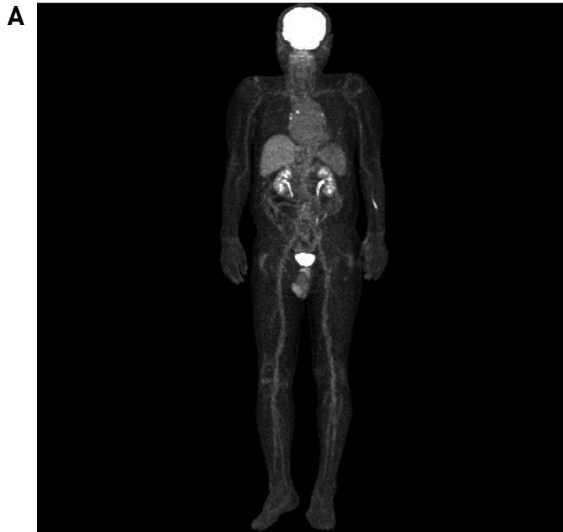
The whole-body positron emission tomography shows hypermetabolic lesions at the forehead and the left forearm, which were the same locations as the existing nodules. Otherwise, no abnormal hypermetabolic lesion found.
